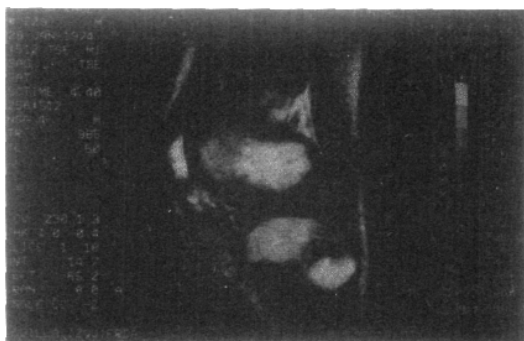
Imagen de resonancia magnética (TI) donde se observa nódulo prerrotuliano y en el hueso poplíteo.
